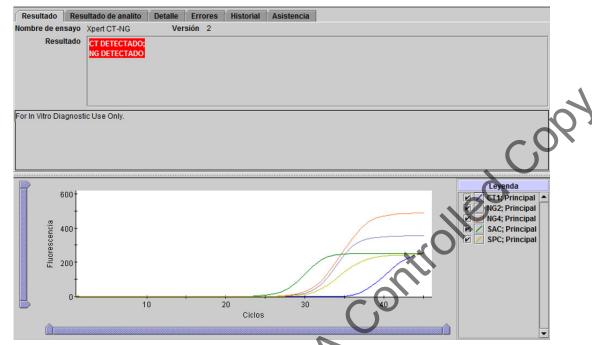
Xpert CT_NG - CT detectado y NG detectado
